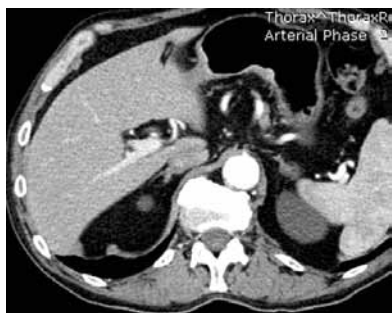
Компьютерная томограмма, КТ-гастрография с раздуванием желудка газообразующей смесью, на задней стенке тела желудка – участок утолщения более 0,8 мм, протяжённость по подслизистому слою на протяжении 2,8 см.
